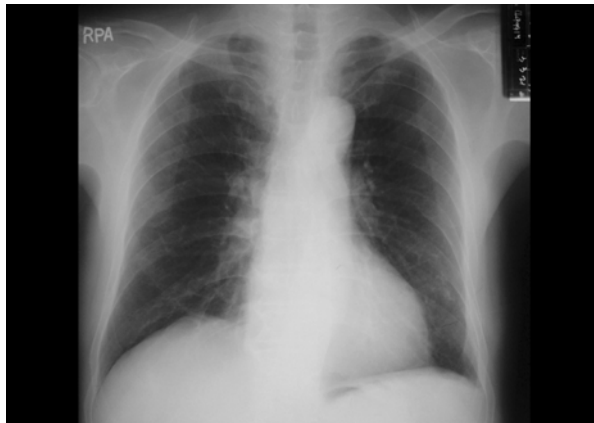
Simple chest radiography shows pleural thickening in left costophrenic angle.
